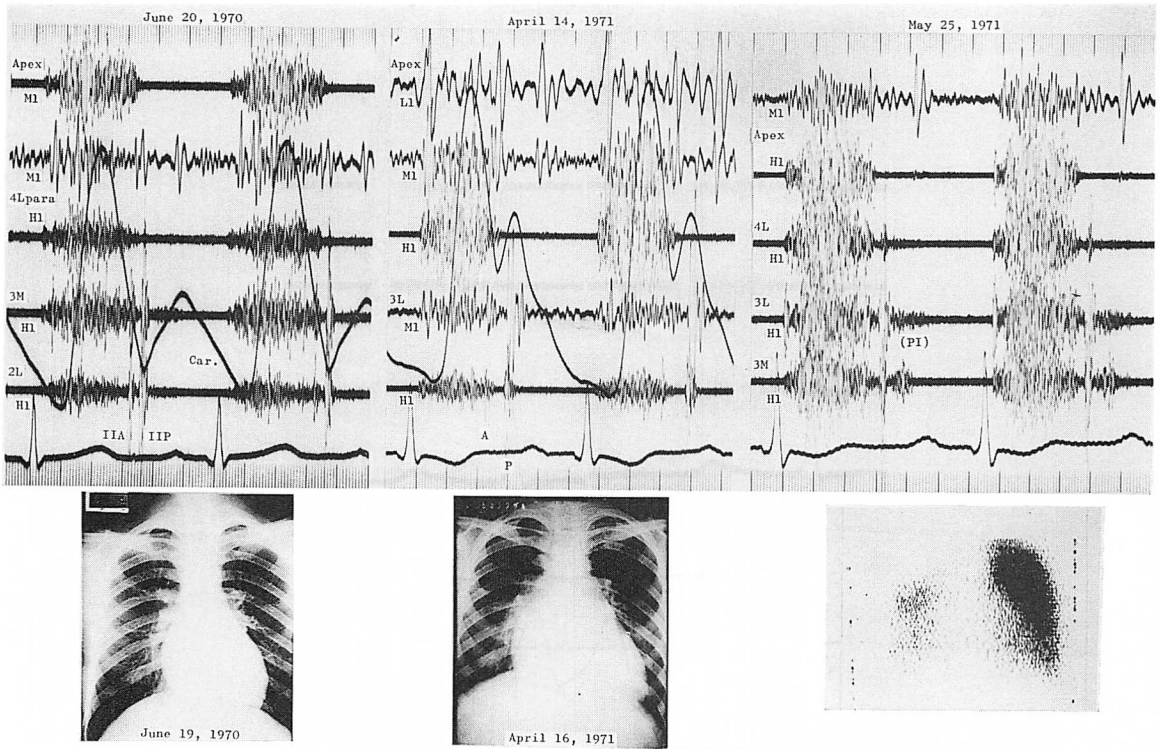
Phonocardiograms (upper), chest radiographs (lower left) and a scintiscan (lower right) of Case 4.
